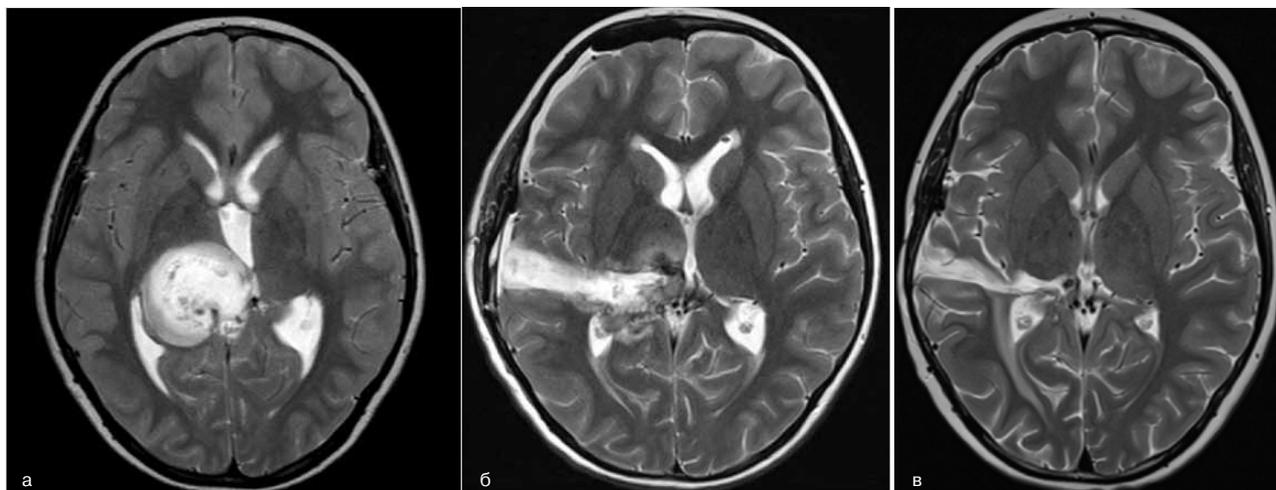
МРТ головного мозга (А — до операции, Б, В — на фоне терапии)
